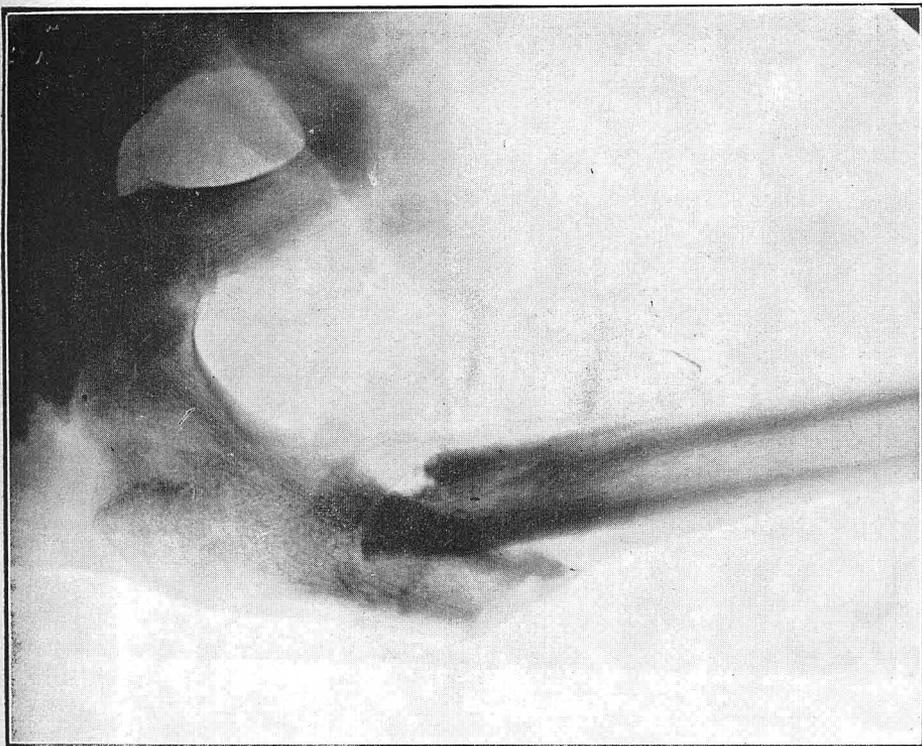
Radiografía No. 10.781
